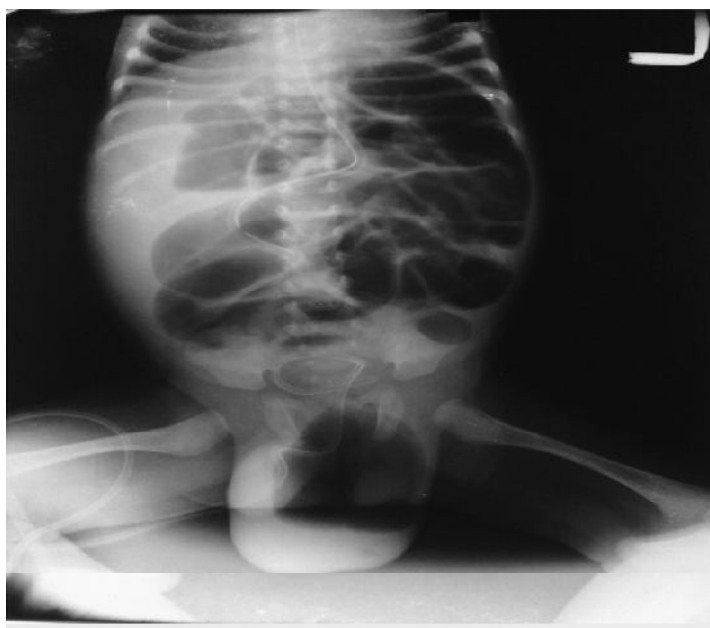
Radiographie du nouveau né avec fistule scrotofécale montrant la présence de l'air dans le scrotum gauche.
